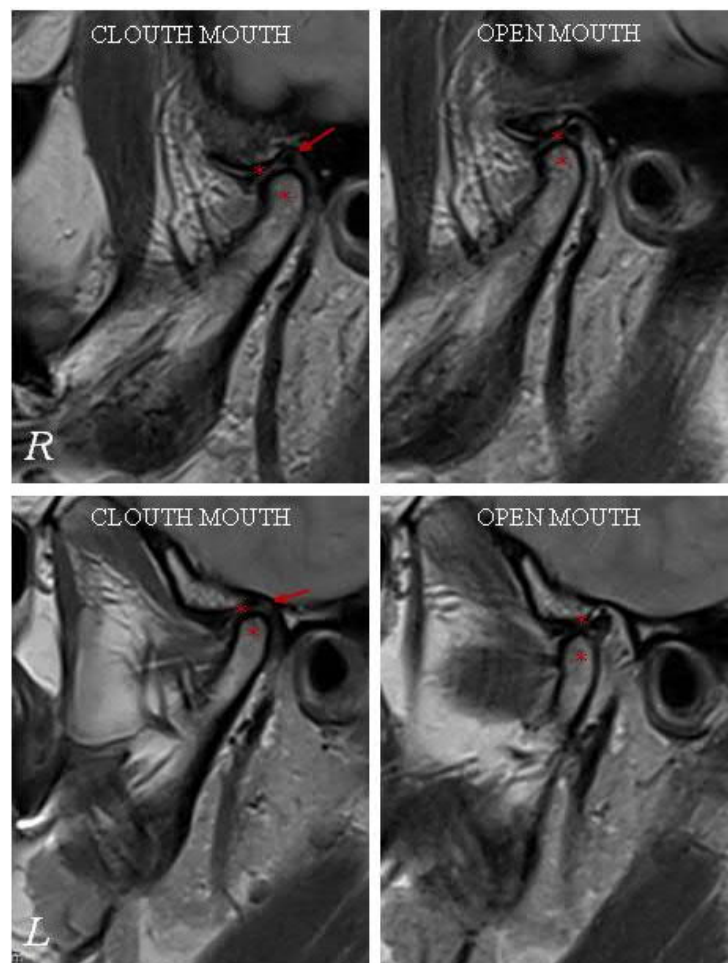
МРТ СНЩС пацієнтки Р. 52 р., іст. хв. № 86.
